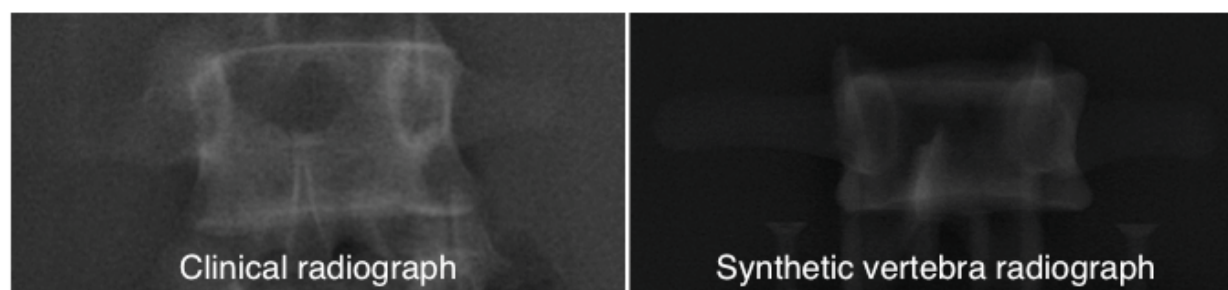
Clinical and synthetic L3 vertebra radiographs
